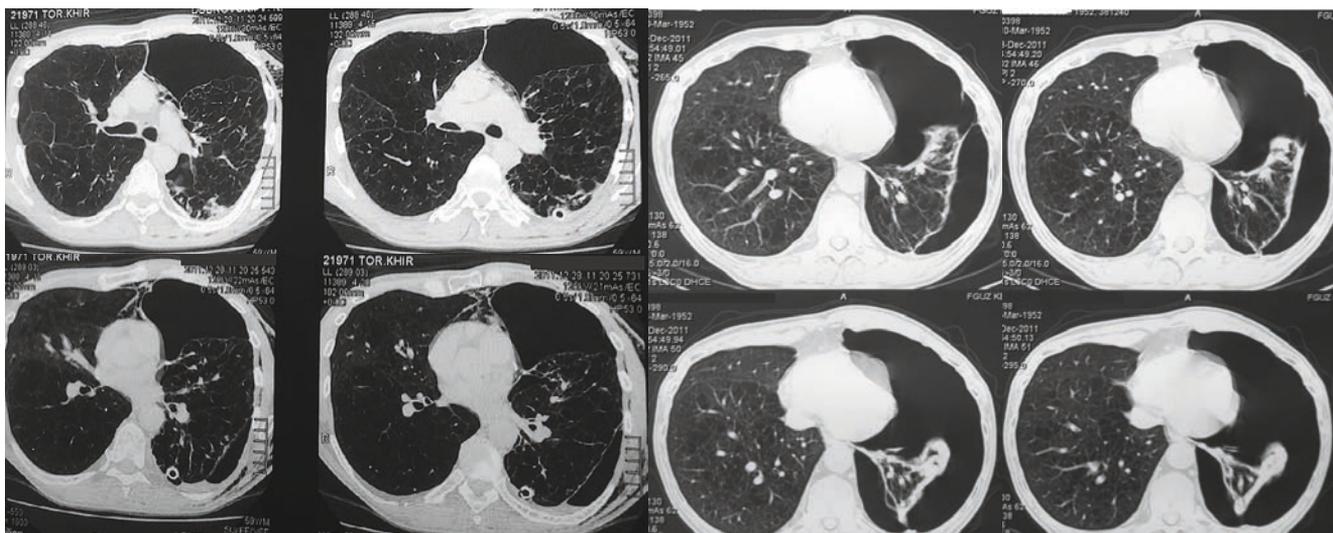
Данные КТ органов грудной клетки на уровне средних и нижних отделов легких
